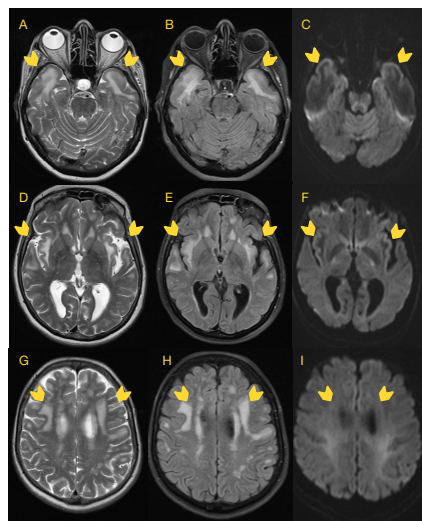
Ressonância magnética em cortes axiais, ponderadas em T2 (A,D,G), FLAIR (B,E,H) e DWI (C,F,I) mostrando hipersinal em T2/FLAIR na substância branca supratentorial nos polos temporais anteriores, cápsulas externas, regiões insulares e frontoparietais, todos sem restrição à difusão da água.
